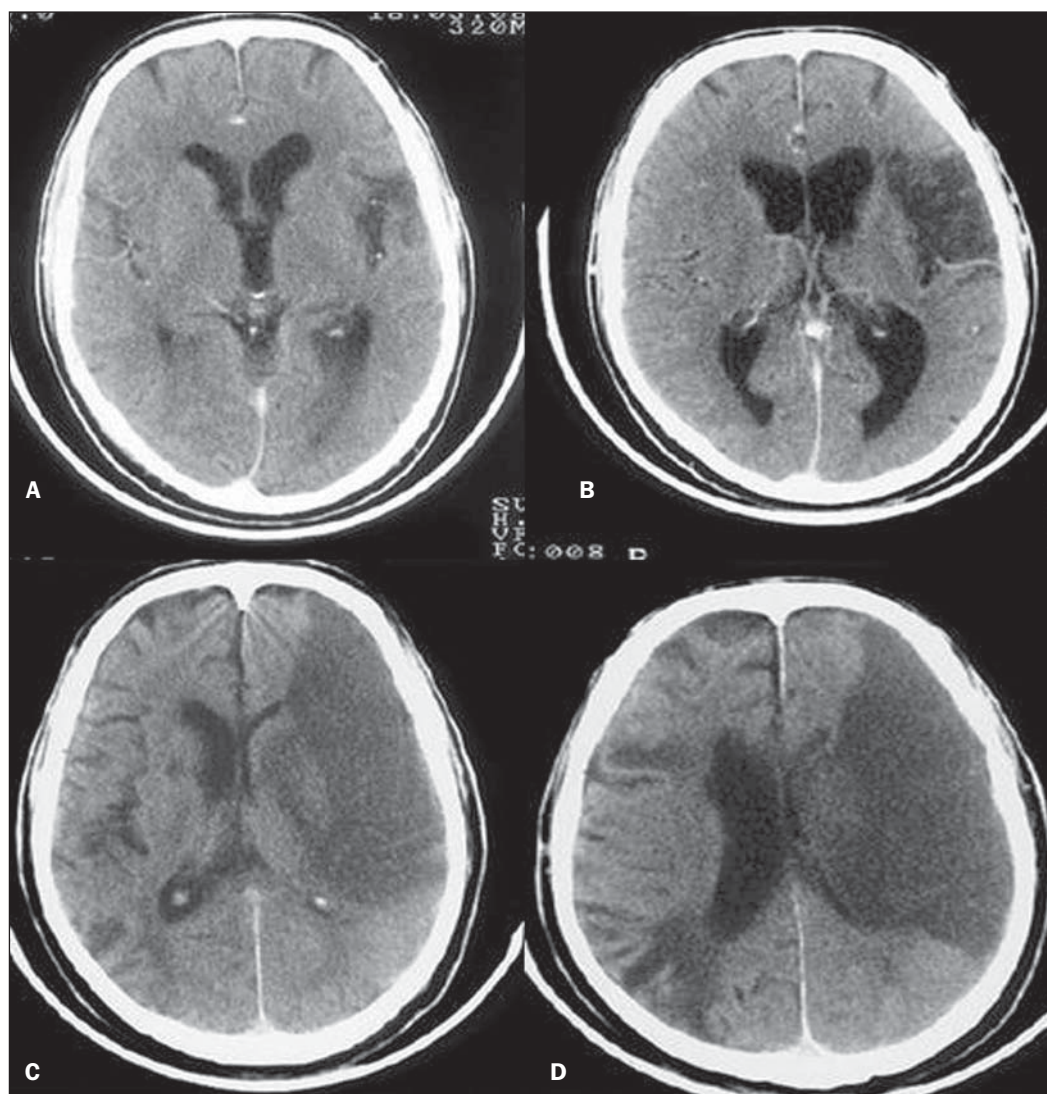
TC com AVCI do território da ACM. A,B: Infarto parcial, com envolvimento restrito ao hemisfério esquerdo. C,D: Infarto completo à esquerda, com efeito de massa comprimindo o ventrículo lateral. No hemisfério direito visualiza-se hipodensidade esquerda menor.
